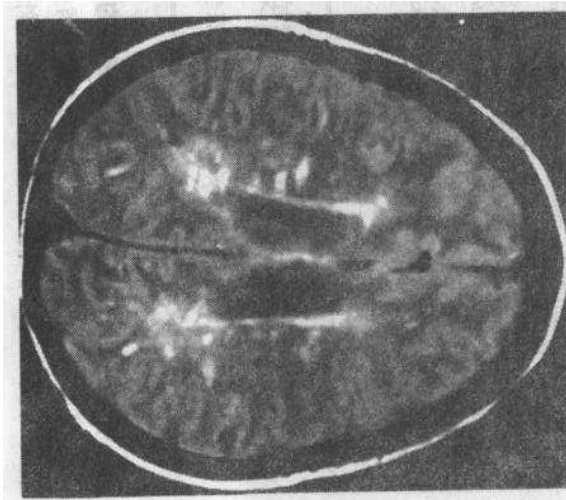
多发性硬化。MRI 像显示脑室周围分布的卵圆形病灶，为脱髓鞘病变的典型表现
